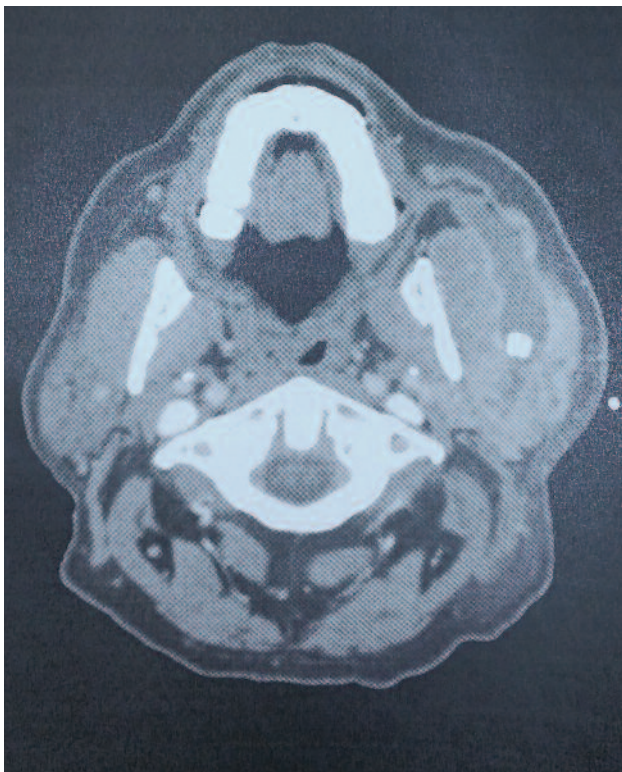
TC con imagen radiodensa.
